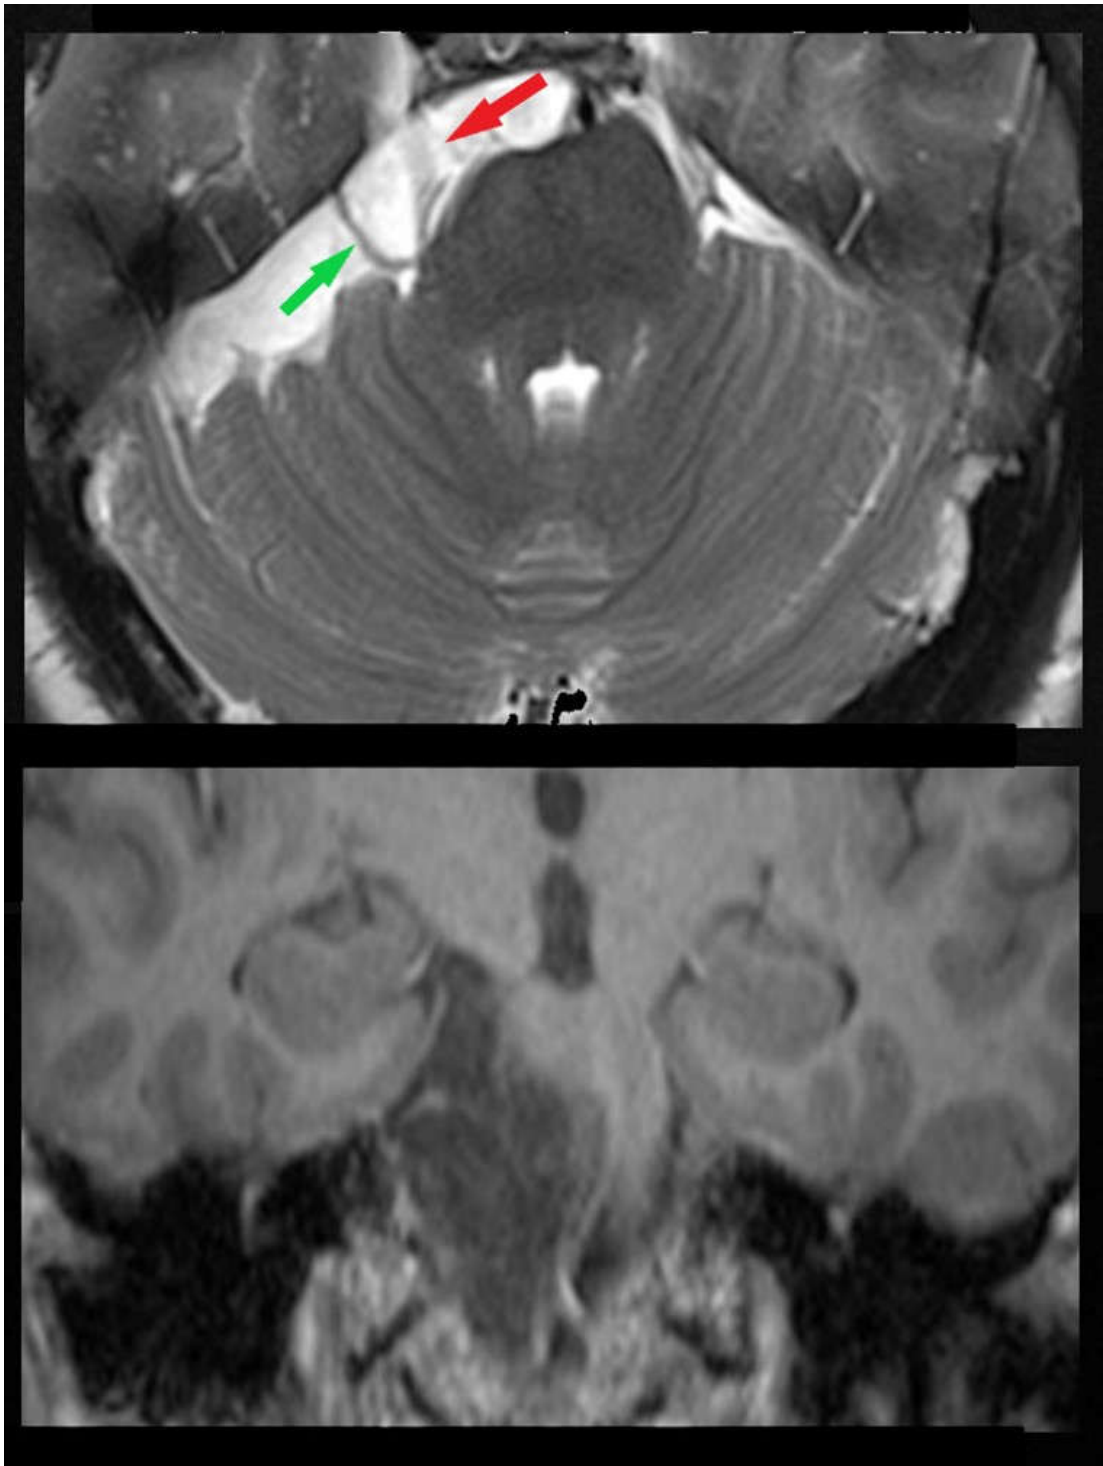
Эпидермоид церебеллопонтинной цистерны справа, МРТ
